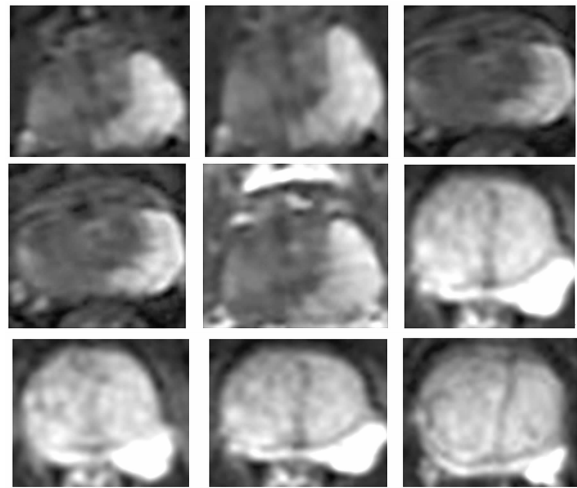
部分前列腺癌 MRI 图像 ROI 区域
